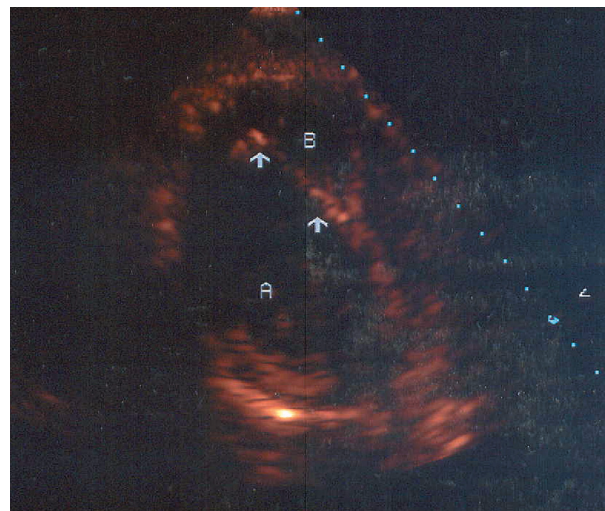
Echocardiographie transthoracique postopératoire selon le grand axe du VG
